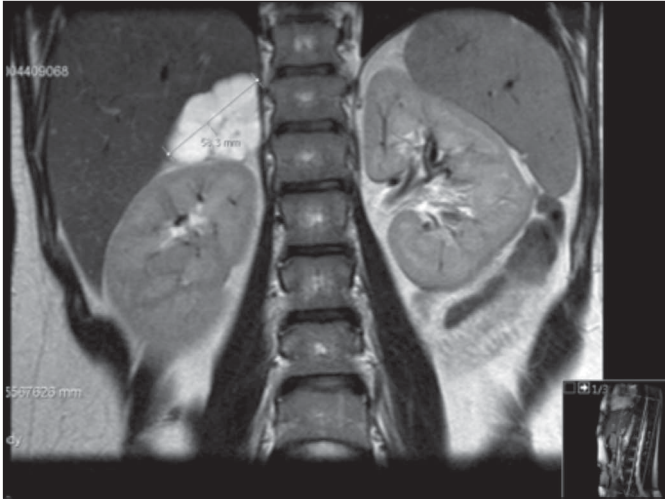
RM abdominal, corte coronal, ponderação T2, lesão hiperintensa ao contraste paramagnético.
